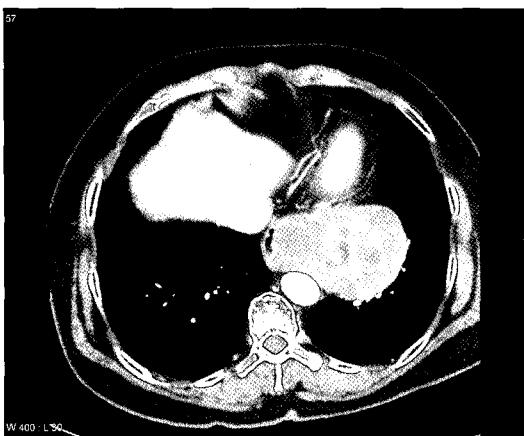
Chest CT shows the esophageal mass with central necrosis. Esophagus is deviated right side by mass.
